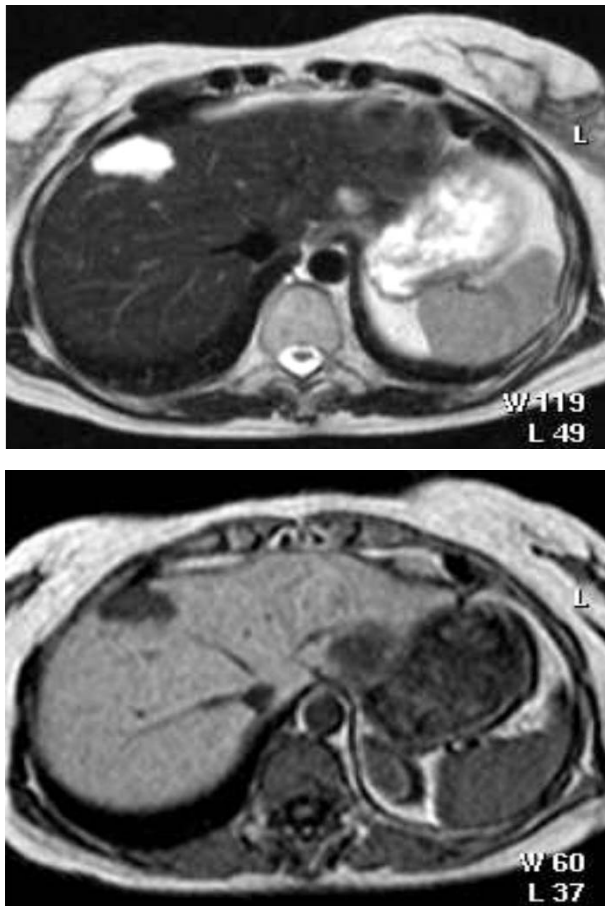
МР-томограммы печени больной Г. Кавернозная гемангиома правой доли печени. Высокий сигнал в Т2, низкий сигнал в Т1.
